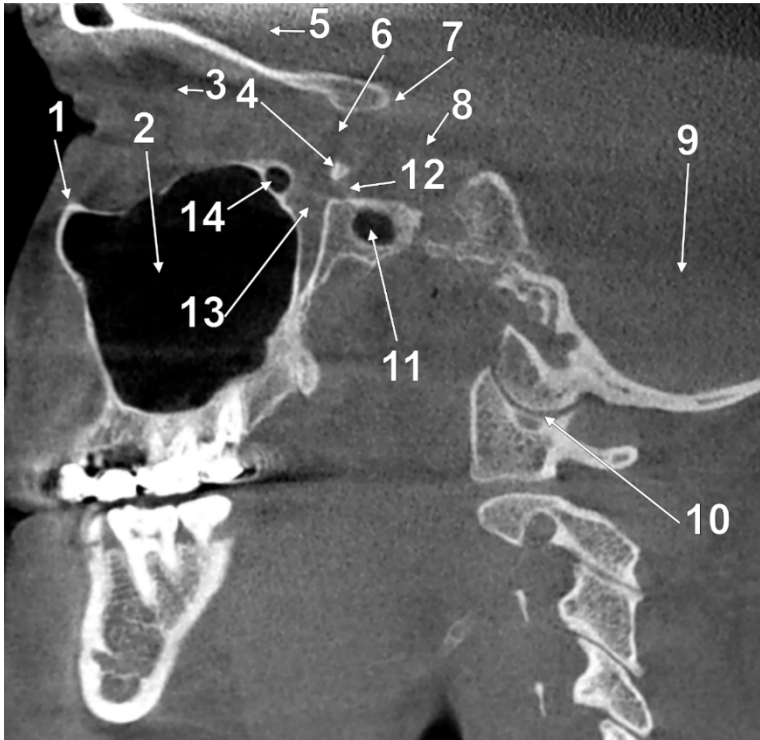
Secțiune CBCT sagitală prin fosa pterigopalatină și gaura rotundă. 1.marginea infraorbitală; 2.sinusul maxilar; 3.orbita; 4.rădăcina anterioară a aripii mari sfenoidale; 5.fosa craniană anterioară; 6.fisura orbitală superioară; 7.procesul clinoid anterior; 8.fosa craniană medie; 9.fosa craniană posterioară; 10.articulația atlantooccipitală; 11.baza pterigoidiană, reces pterigoidian al sinusului sfenoidal; 12.gaura rotundă; 13.fosa pterigopalatină; 14.celulă Sieur (sfenoetmoidomaxilară).
